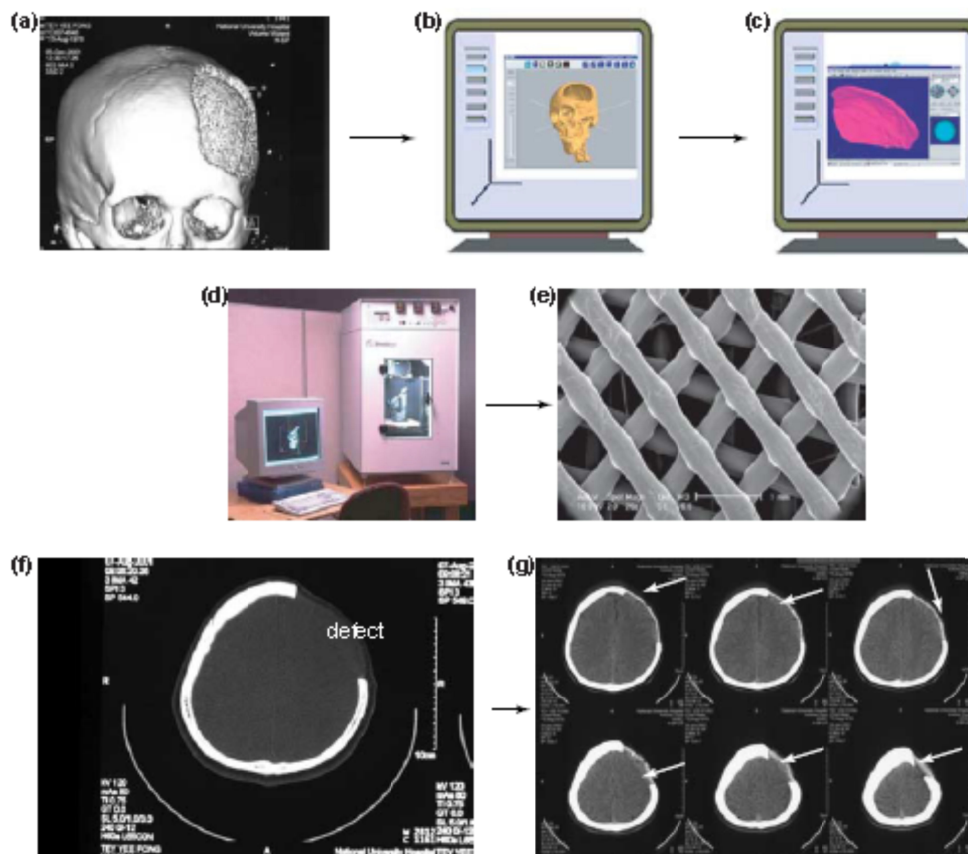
Engenharia de tecidos vs enxertos ósseos específicos produzidos por PR: dados de tomografia computadorizada do defeito ósseo (a) são utilizados para a produção de modelos CAD (b) que são transferidos para a máquina PR (c), que secciona transversalmente o modelo em várias camadas construídas sucessivamente (d) permitindo obter um *scaffold* (e) que reconstrua defeitos ósseos (f e g) [34].
